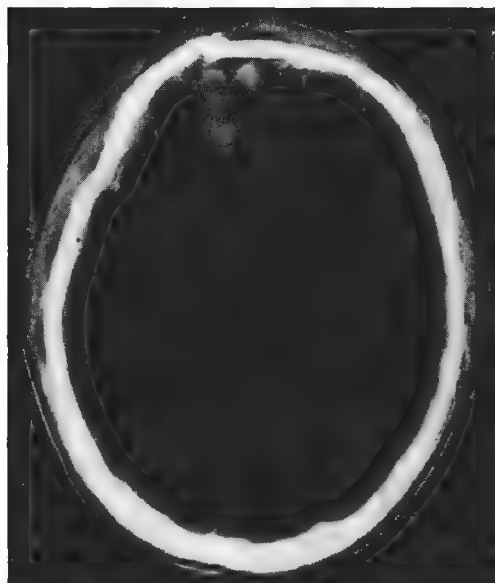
外伤后颅内出血 (男, 10 岁, 颅脑 CT)
